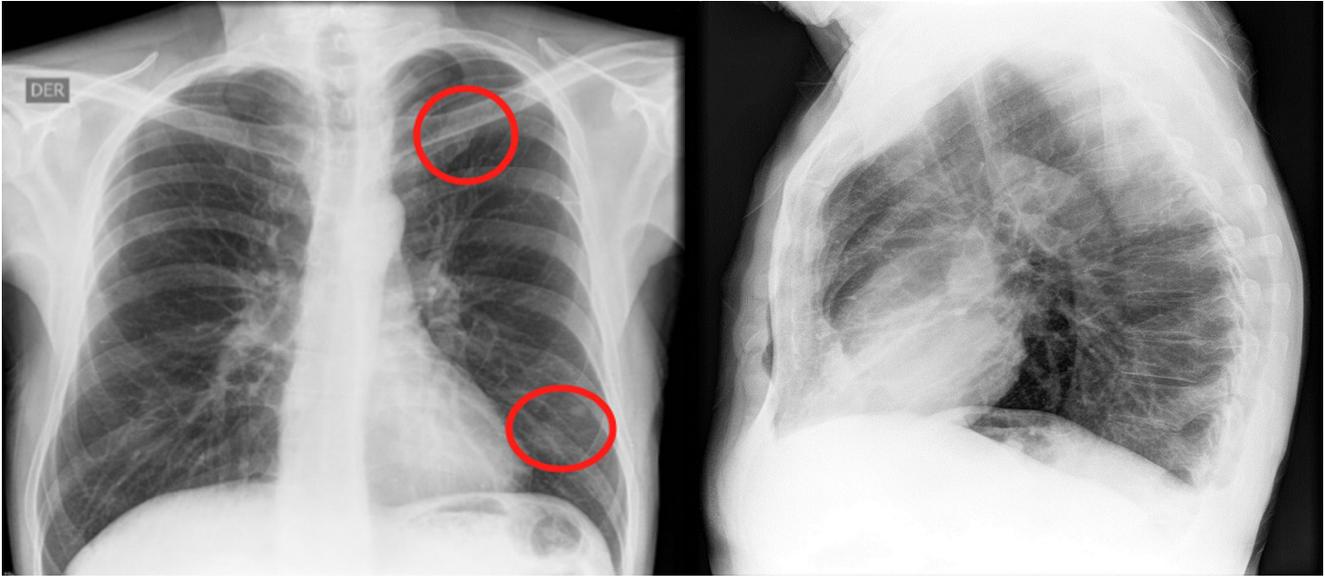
En la radiografía de tórax se observan opacidades nodulares con densidad de tejidos blandos, proyectadas a nivel de los lóbulos superior e inferior izquierdo. Fuente: archivo de los autores.
